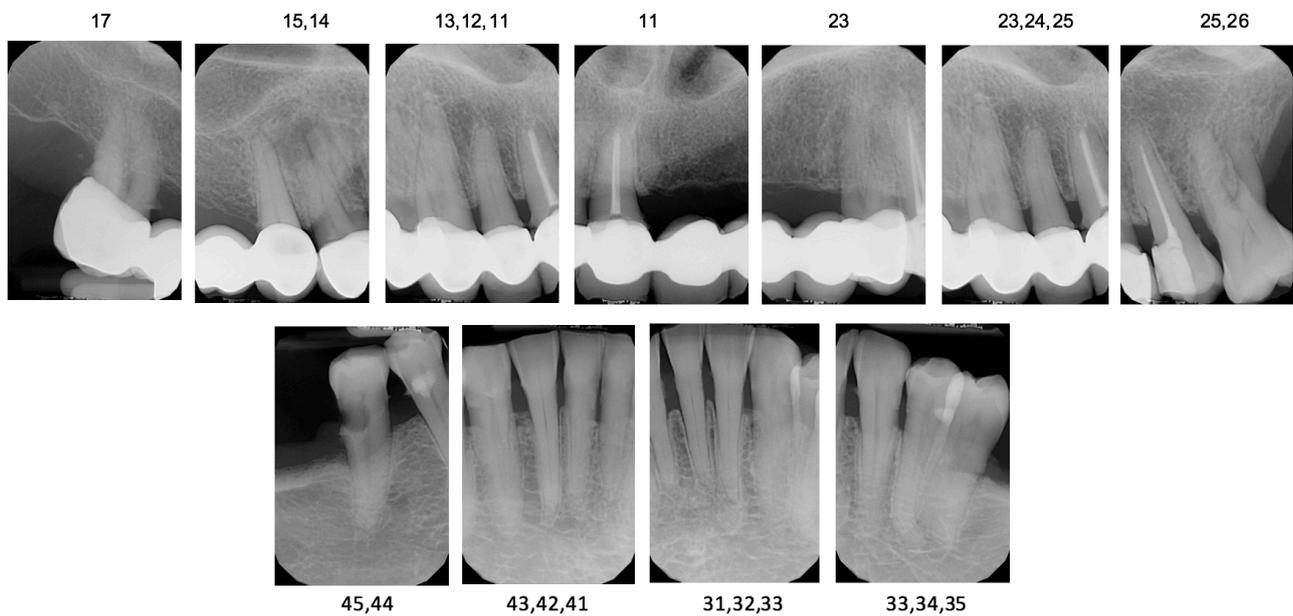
Serie periapical
